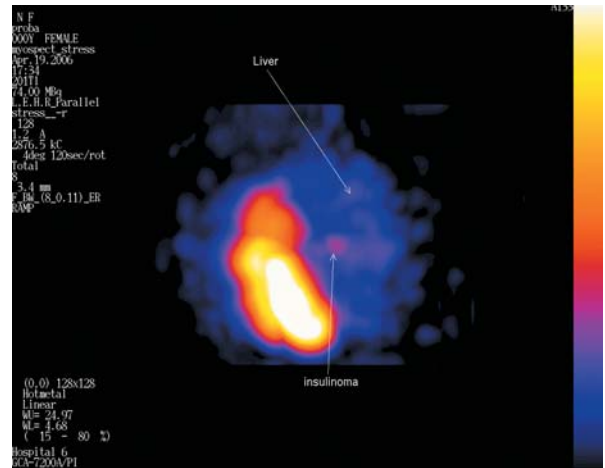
Сцинтиграмма. Инсулинома головки ПЖ, диагностированная только с помощью эндо-УЗИ.
